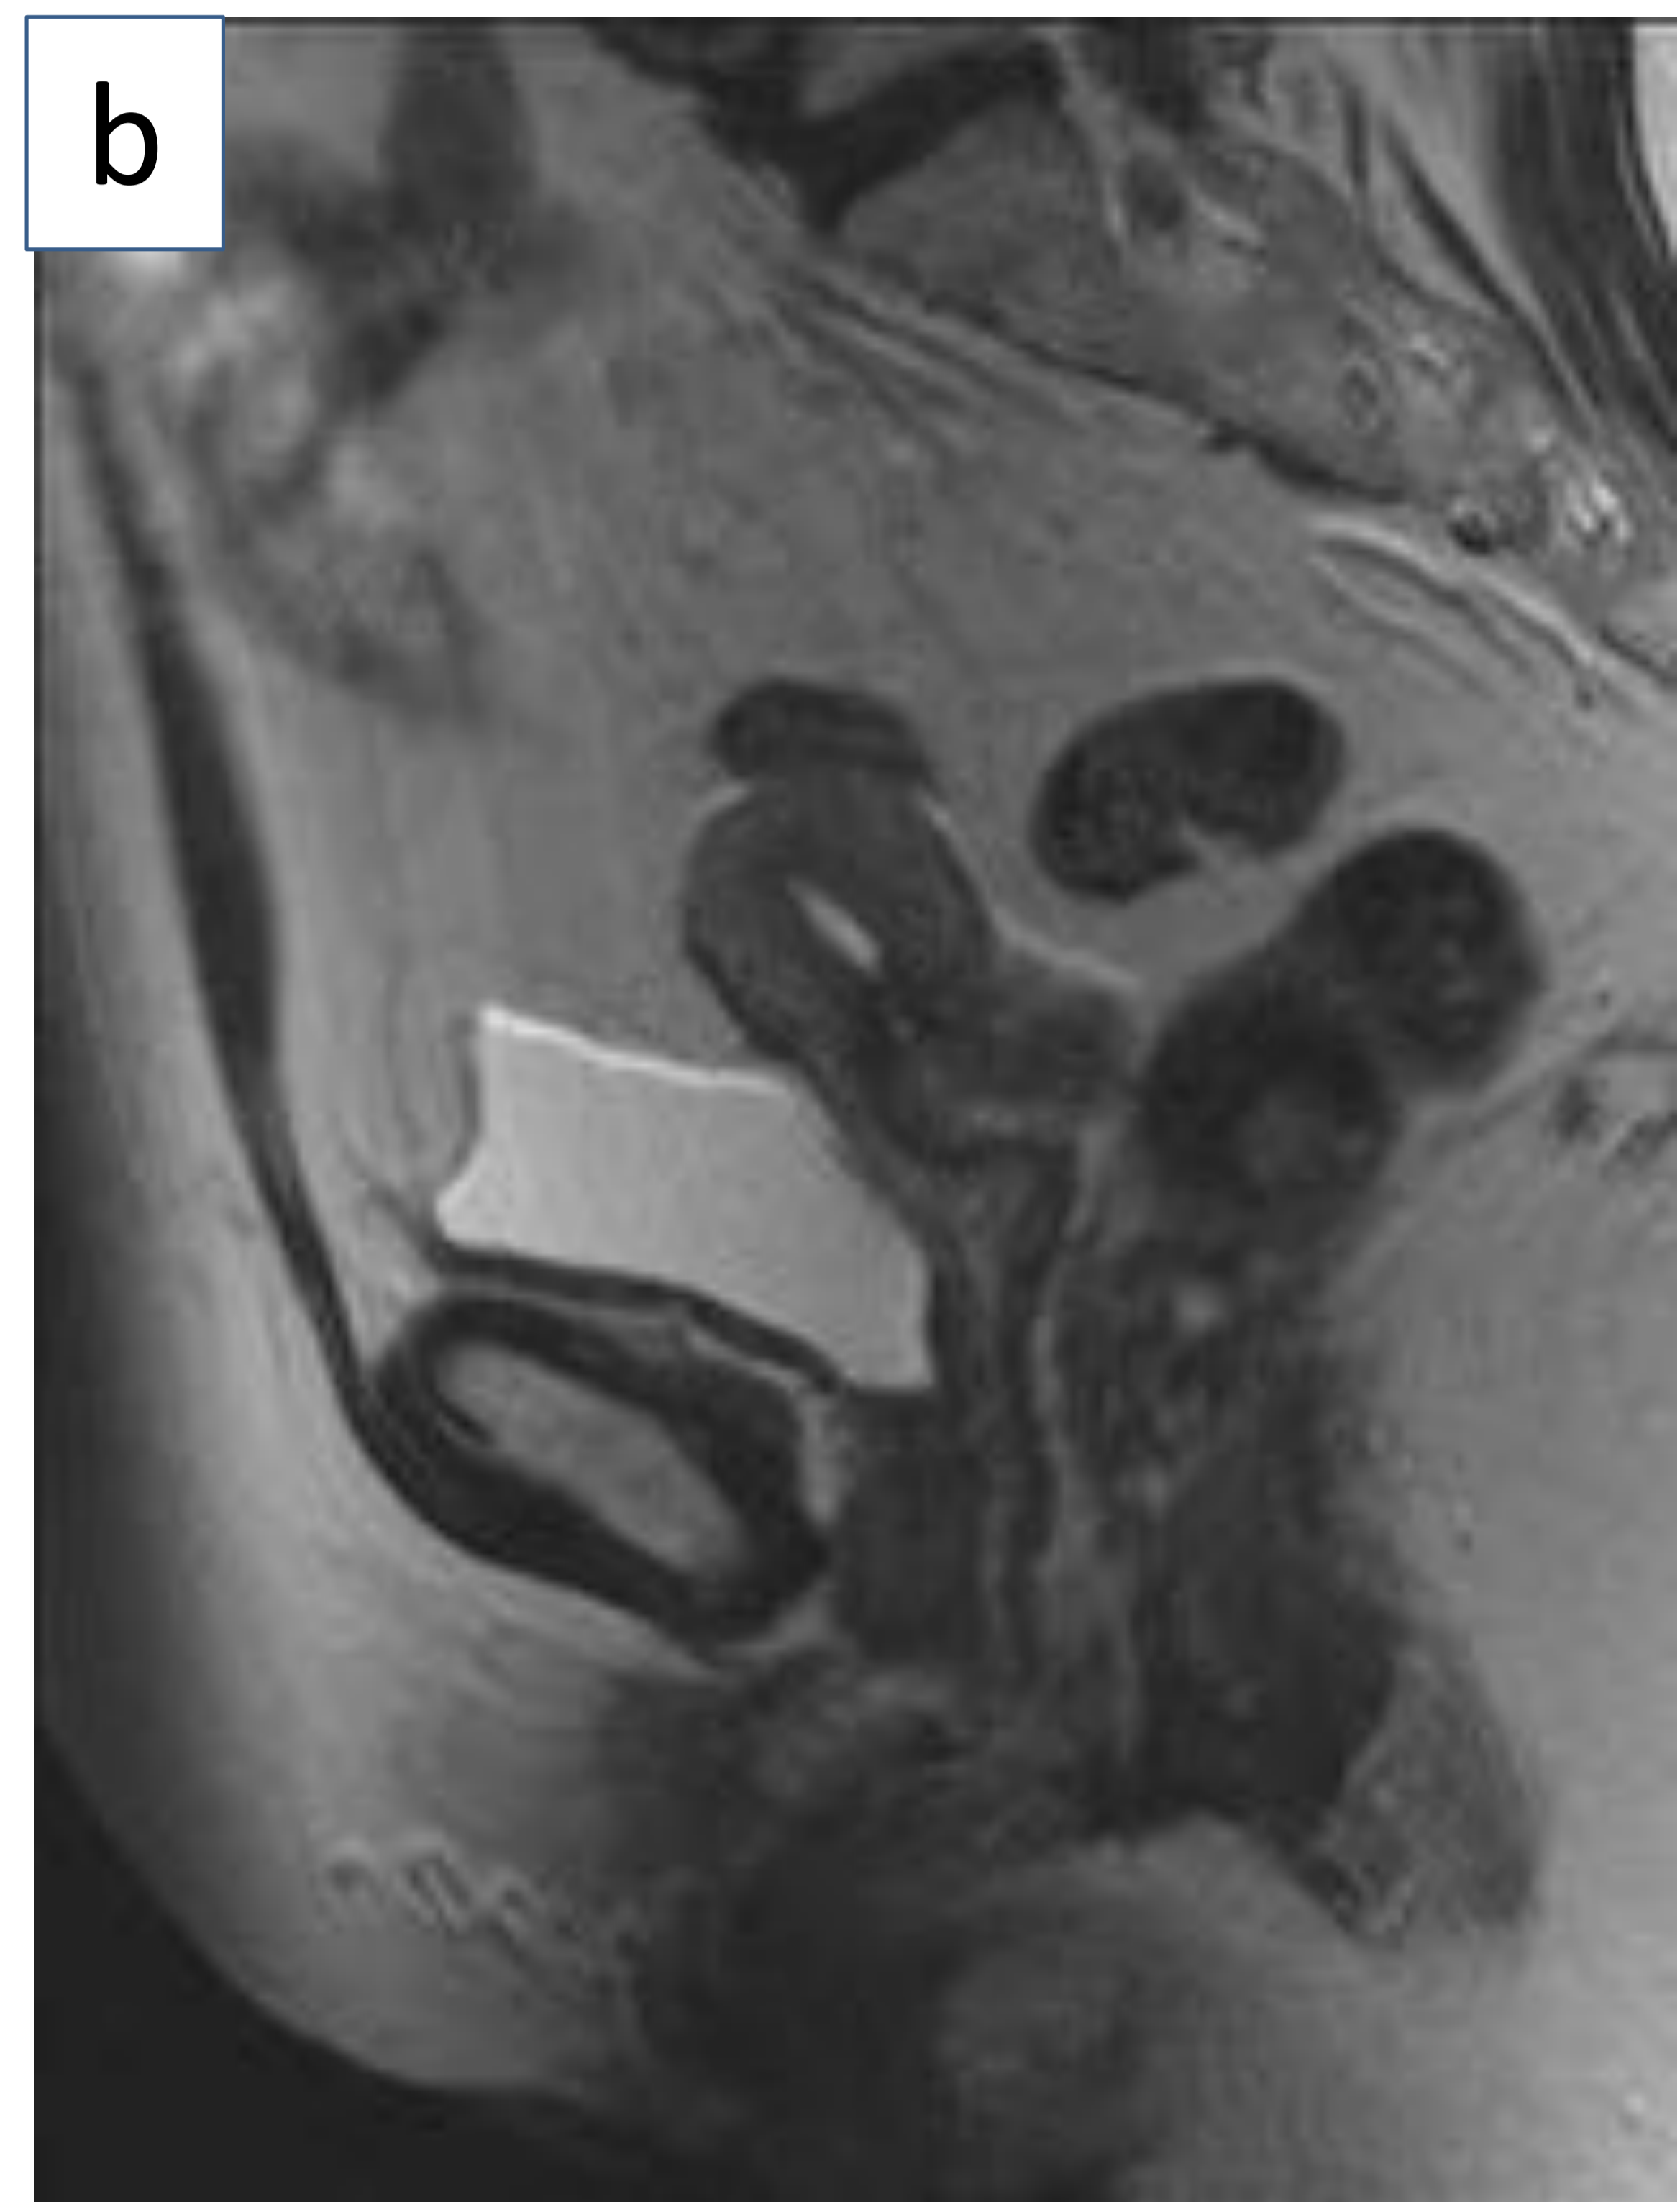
Imágenes de RM de paciente con cáncer de cérvix estadio IB1. (a y b) Cortes sagitales en secuencia T2 en la que se observa una lesión pseudonodular de 16,6mm de diámetro mayor que depende del endocérnix y no se extiende más allá del mismo. (c y d) Cortes axiales en difusión y mapa ADC en la que se identifica la lesión que restringe la difusión y cae de señal levemente en el ADC. (Servicio de Radiodiagnóstico del Hospital Universitario de Basurto)
